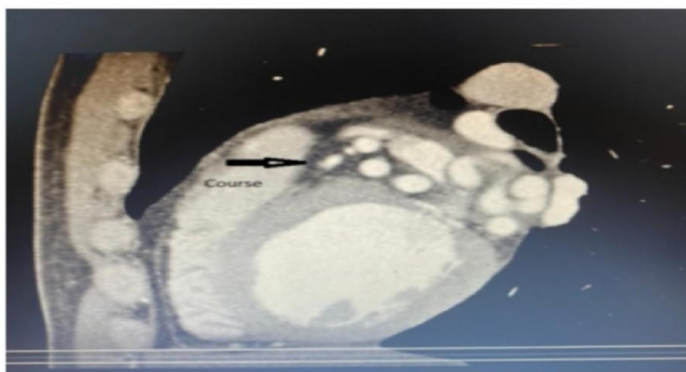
Course of the vascular anomaly on CT angiographic view
